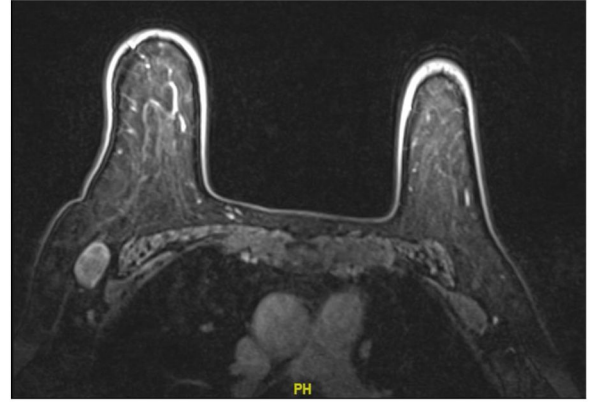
Resonancia magnética de mamas se evidencia adenopatía en región axilar derecha, no lesiones en ambas mamas.
